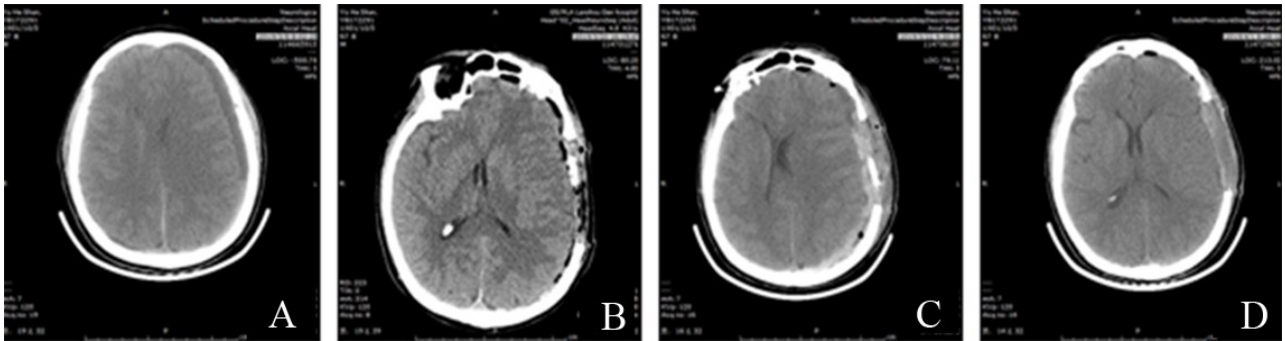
硬膜下血肿去骨瓣减压术后发生反常性脑疝治疗前后颅脑CT
